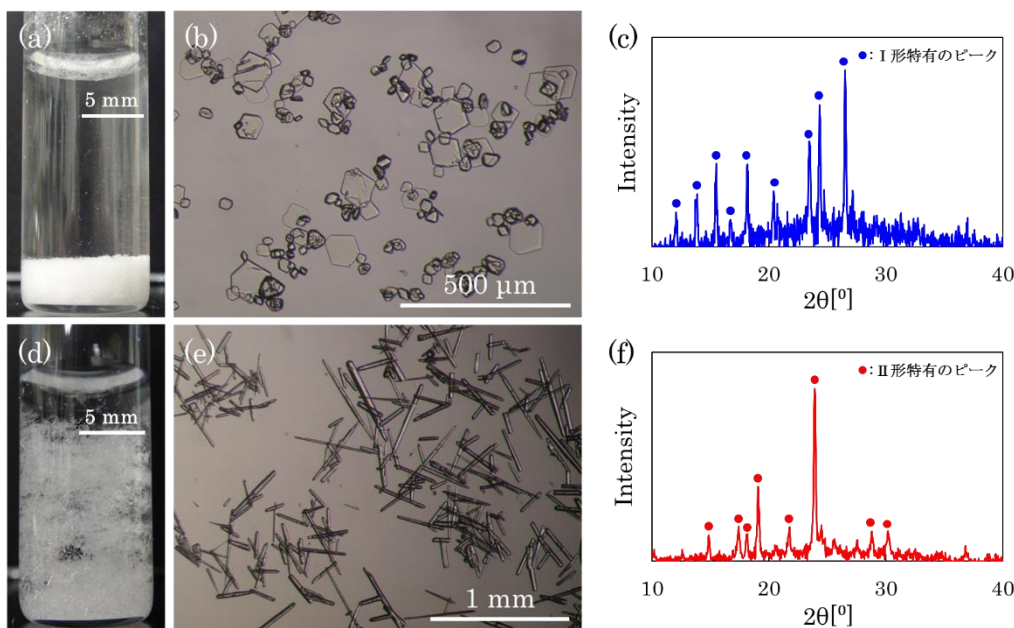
超音波照射により得られた2種類の結晶写真及び粉末X線回折パターン ( $\sigma_I = 4.3$  ( $\sigma_{II} = 3.3$ )) : (a-c)平板状結晶、(d-f)針状結晶 (青丸印：I形特有のピーク、赤丸印：II形特有のピーク)
